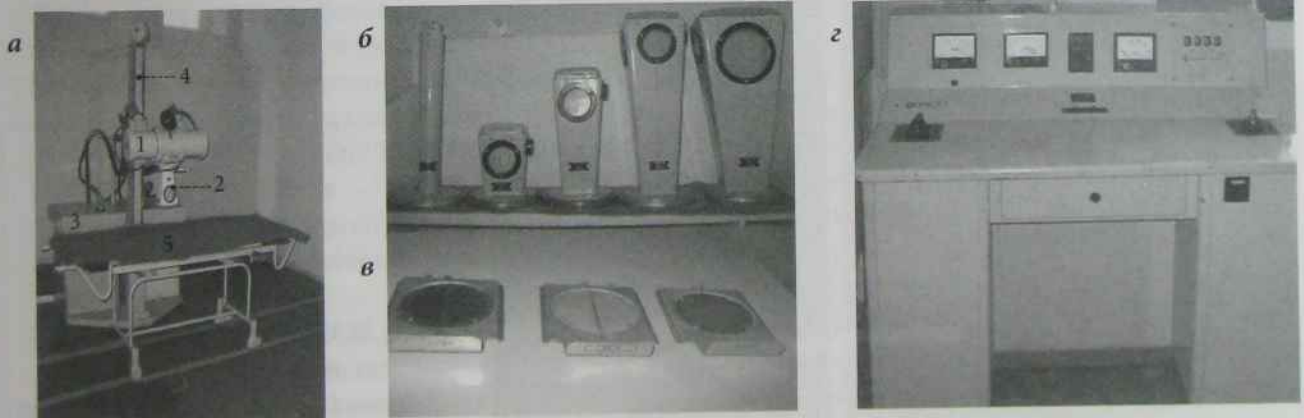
Рентгенотерапевтичний апарат для далекодистанційної рентгенотерапії РУМ-17.
